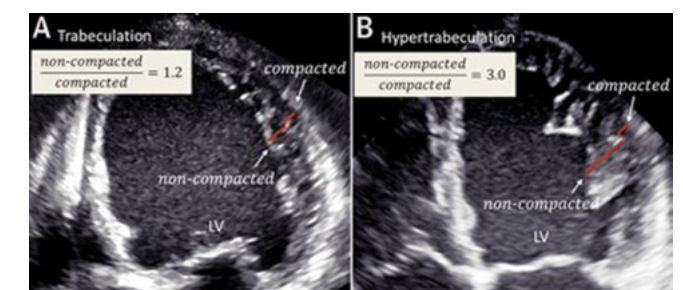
Ecocardiograma no corte apical, quatro câmaras mostrando trabeculação proeminente versus Hipertrabeculação.
